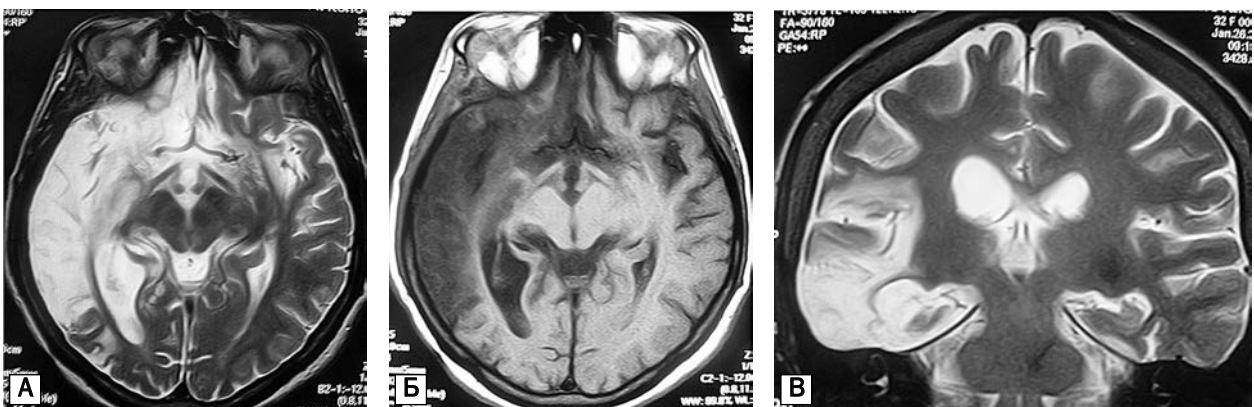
МРТ головного мозку пацієнтки 32 років з гострим енцефалітом HSV-1-етіології в аксіальній (А, Б) та фронтальній (В) проекції
